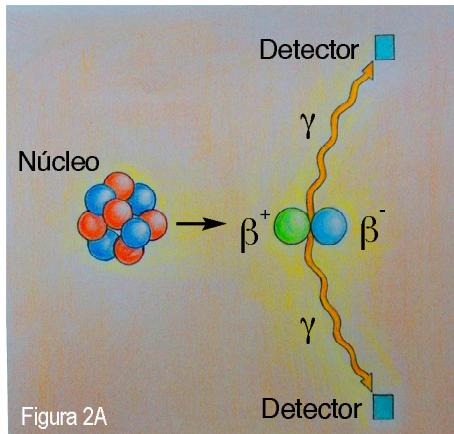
Reacción de aniquilación. Adaptado de Kapoor V, McCook BM, Torok FS. An introduction to PET-CT imaging. Radiographics. 2004;24:523-43.
